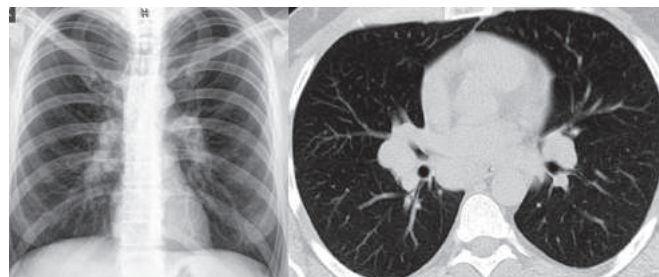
Саркоидоз органов дыхания I стадии — двусторонняя прикорневая лимфаденопатия (рентгенография — РГ, компьютерная томография высокого разрешения — КТВР).
